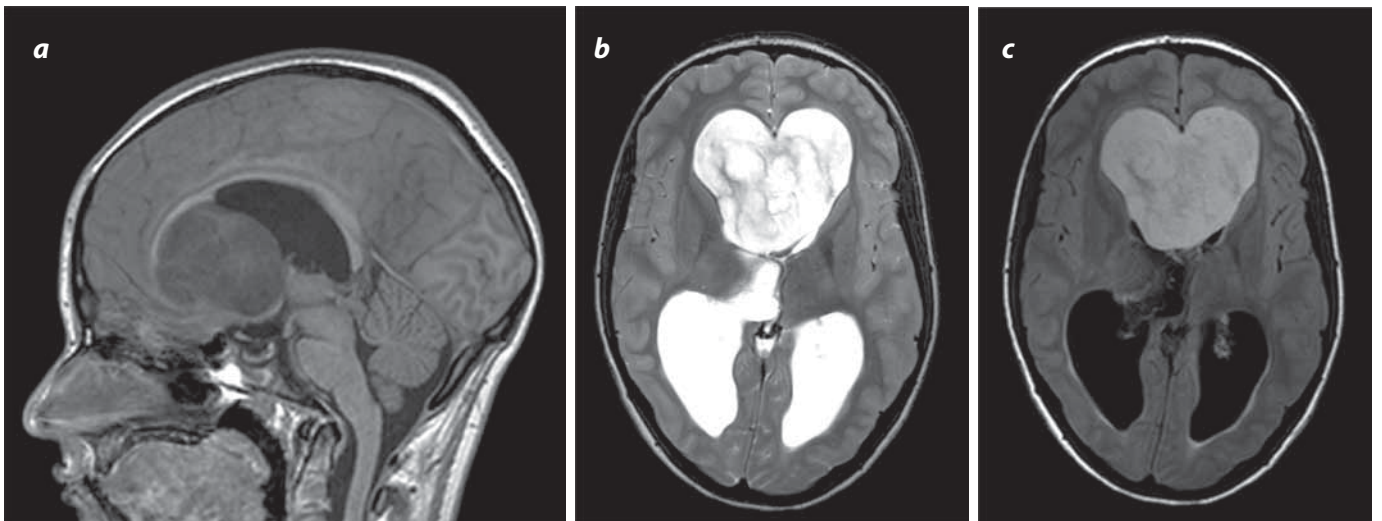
RM. Secuencia con información en T1. Corte sagital. Masa intraventricular bien definida de baja intensidad en relación con el rostro del cuerpo calloso y la lámina terminalis. Se aprecia dilatación del ventrículo lateral.
